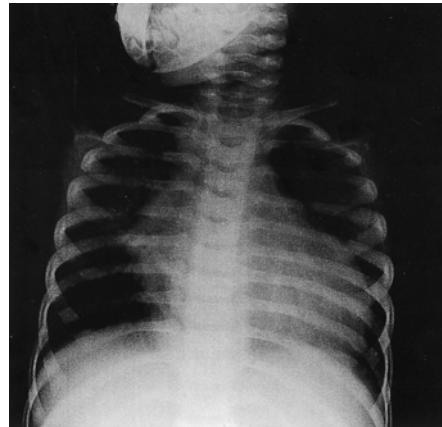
Chest X-ray on admission. Aspiration pneumonia on right lung.
